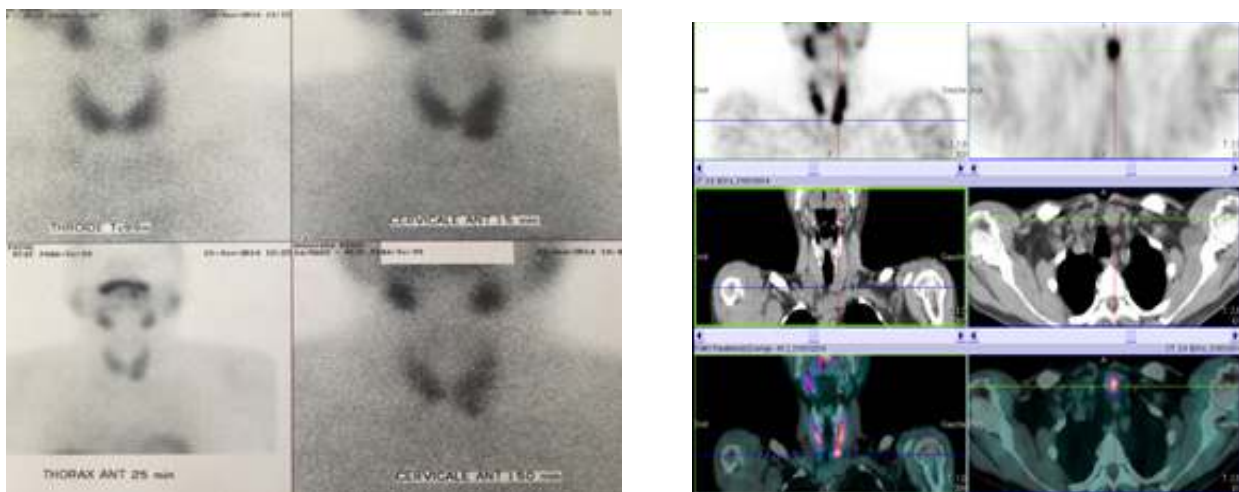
scintigraphie parathyroïdienne (images statiques planaires complétée par une TEMP/TDM montrant un adénome parathyroïdien inféro-postérieur gauche)
